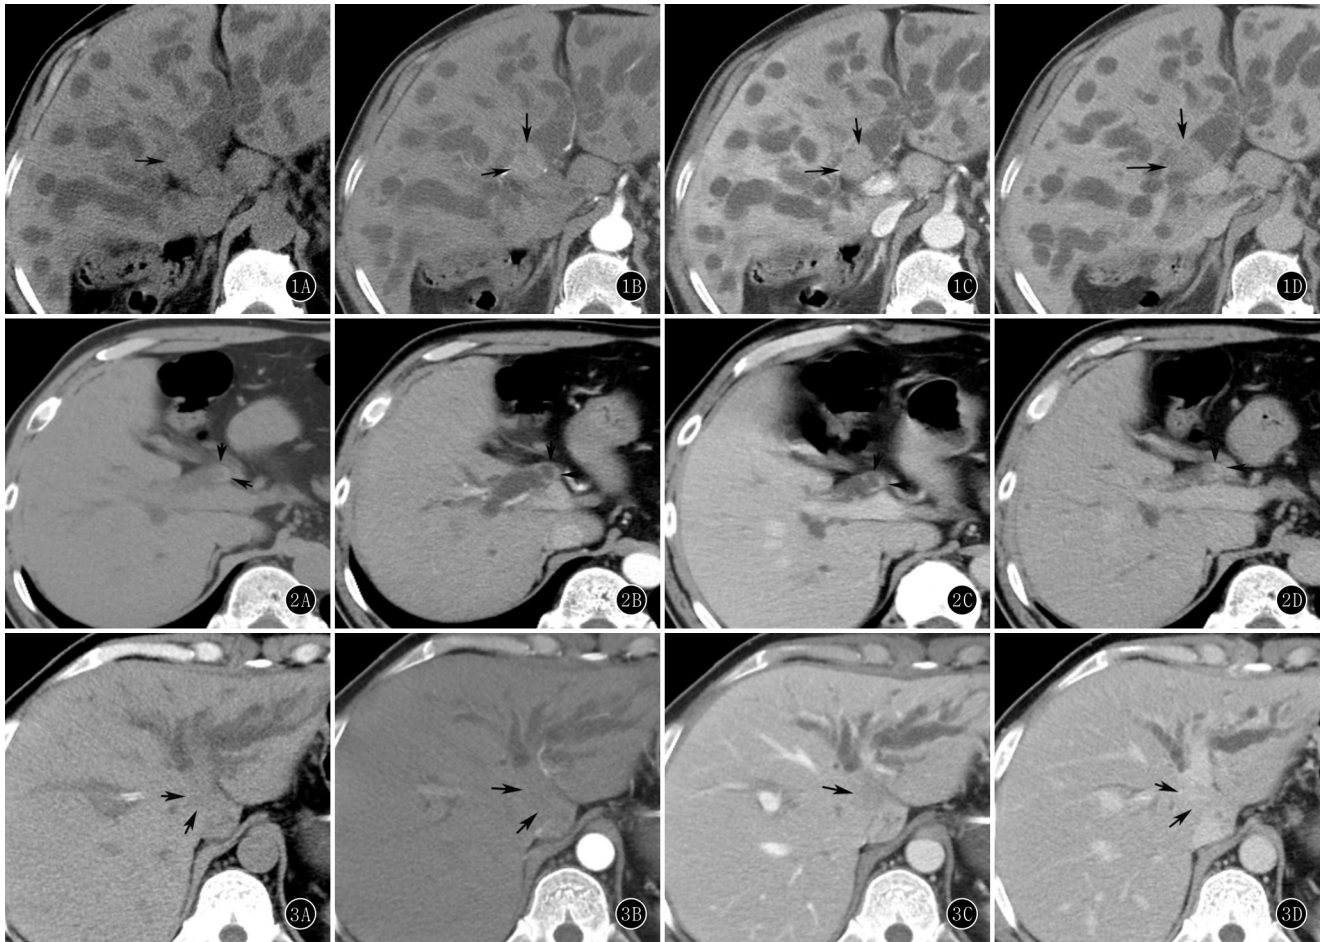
~D 男,67 岁,腔内生长型肝门部胆管癌。CT 平扫(A)示肝门部胆管内见软组织灶(箭),增强扫描动脉期(B)、静脉期(C)及延迟期(D)的 CT 值分别为 64 HU、93 HU 及 60 HU,呈先进后退模式 图 2A~D 男,50 岁,管周浸润型肝门部胆管癌。CT 平扫(A)示肝门部胆管壁不均匀增厚(箭),增强扫描动脉期(B)、静脉期(C)及延迟期(D)的 CT 值分别为 56 HU、67 HU 及 70 HU,呈持续性强化 图 3A~D 男,59 岁,肿块型肝门部胆管癌。CT 平扫(A)示肝门区肝脏占位(箭),边界不清,增强扫描动脉期(B)、静脉期(C)及延迟期(D)可见不均强化软组织灶,CT 值分别为 66 HU、114 HU 及 127 HU,呈渐进性强化
